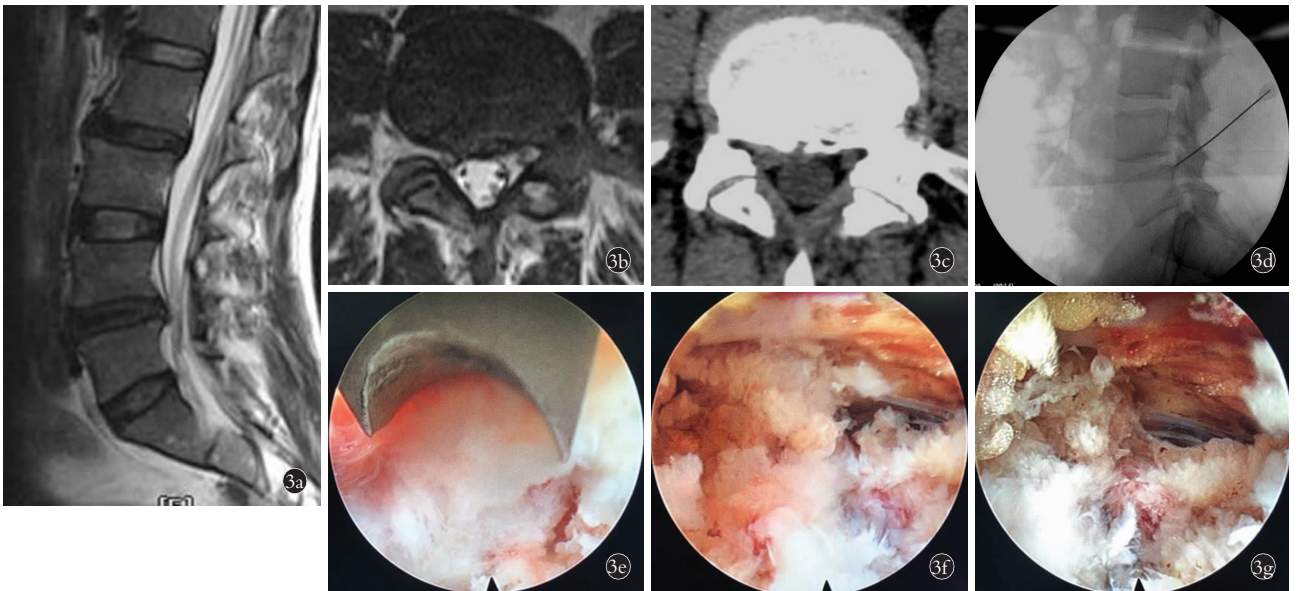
患者,男,52 岁,右下肢剧烈放射痛麻木 10 d,术前右下肢 VAS 评分 8 分, L<sub>4,5</sub> 右侧轻度膨出,未见明显神经受压 3a,3b. 术前 MRI 3c. 术前 CT 显示右侧侧隐窝处微小椎间盘突出压迫神经 3d. PETD 术中定位 3e. 使用镜下骨凿行椎间孔扩大成形 3f,3g. 椎间盘髓核摘除神经减压
